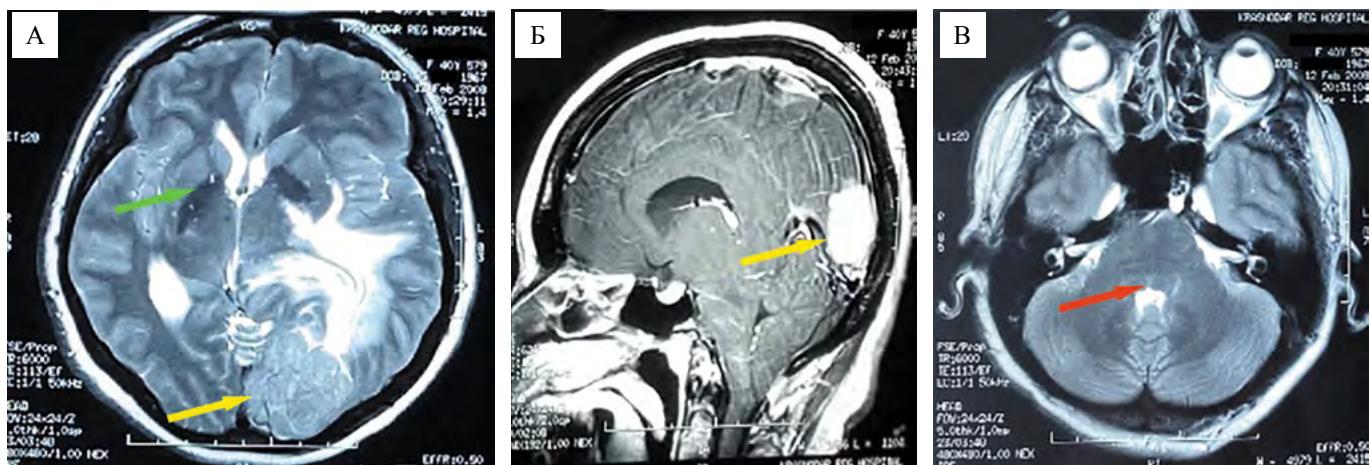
Магнитно-резонансные томограммы пациентки К. от 12.02.2008. Менингиома задней трети большого серповидного отростка слева: А — аксиальная проекция на уровне больших полушарий, режим T2; Б — сагиттальная проекция, режим T1; В — аксиальная проекция на уровне моста, режим T2. Желтыми стрелками указано расположение менингиомы. Красной стрелкой указан варолиев мост без признаков кавернозной мальформации. Зеленой стрелкой указана правая подкорковая область без признаков кавернозной мальформации
